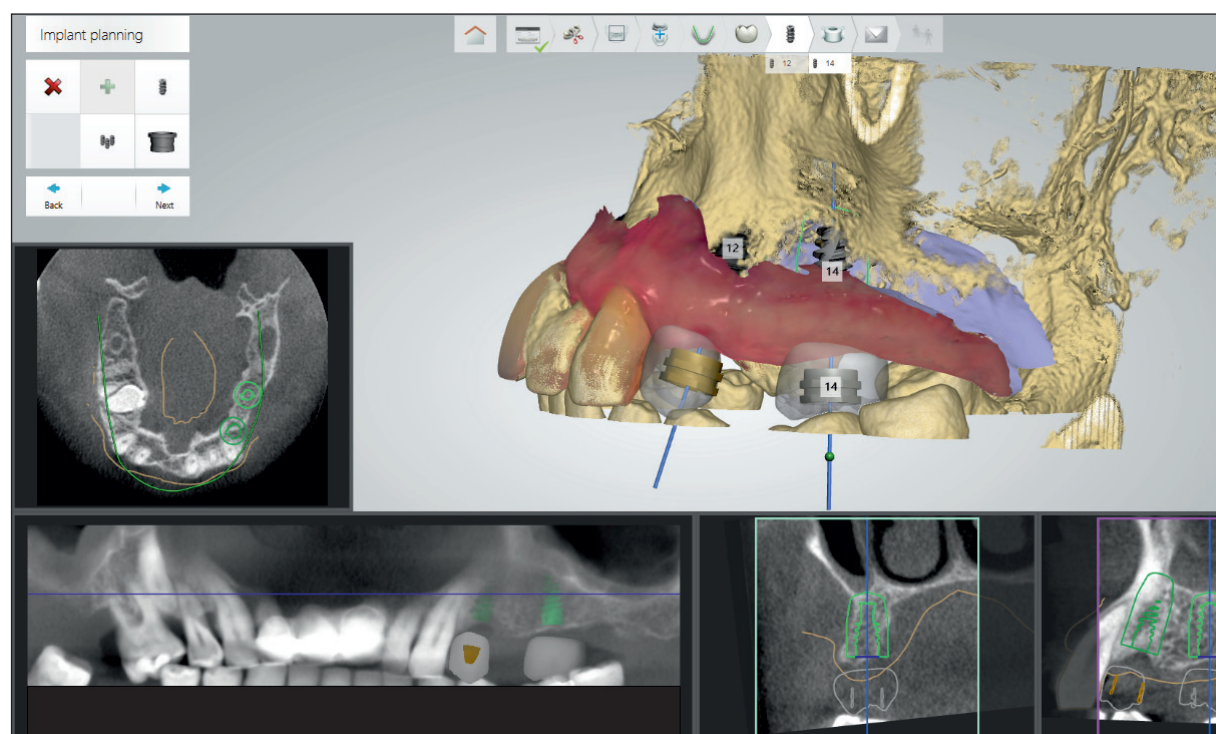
ImplantStudio – planning environment – 3-D CBCT imaging merged with the soft tissues Trios visualization.
